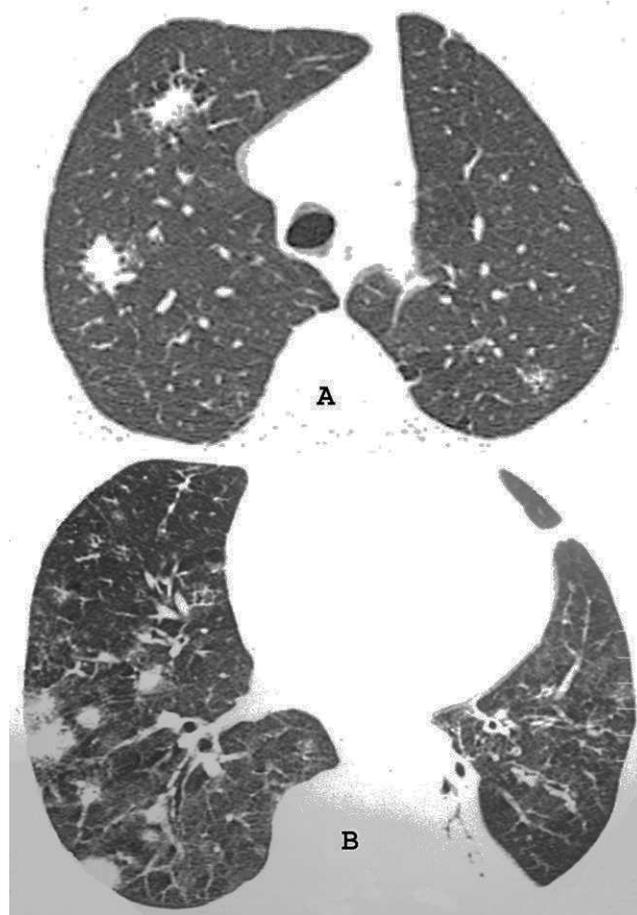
Tomografías computarizadas de los lóbulos superiores (A) e inferiores (B) que muestran nódulos mal definidos de diferentes tamaños, predominantemente en el pulmón derecho, y atelectasia en lóbulo inferior izquierdo.
